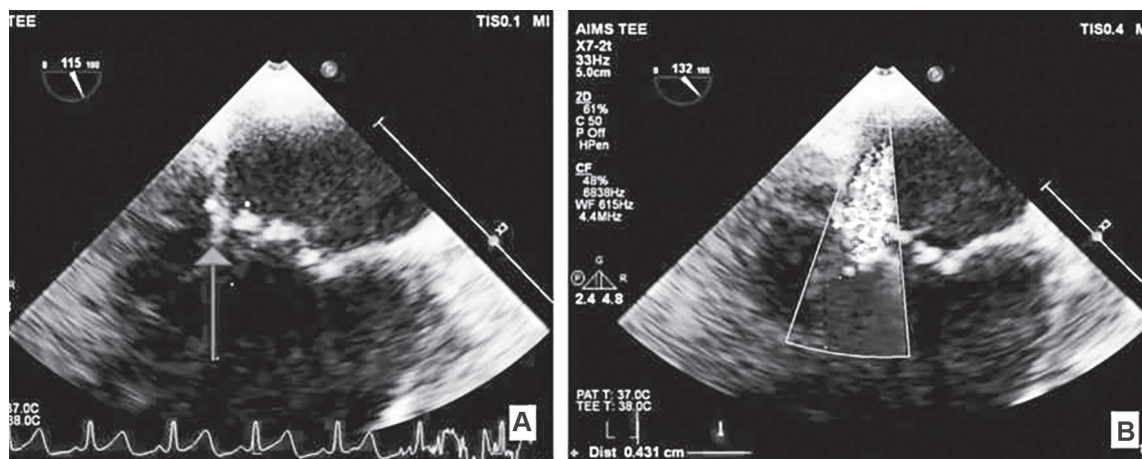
Paternul de tethering asimetric- vizualizare ecocardiografică
